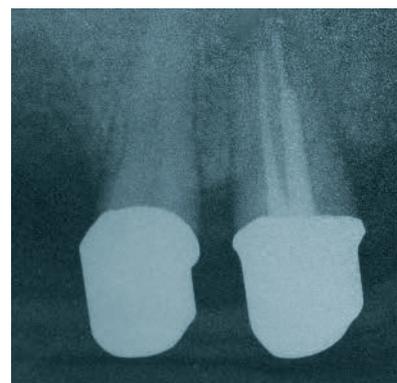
Abschlussröntgenbilder (Fall 1).
